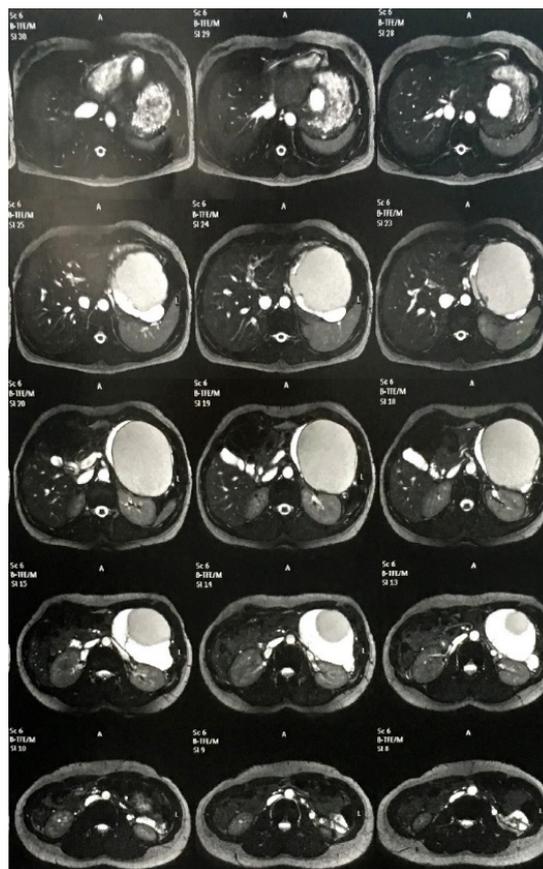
Cortes axiais de tomografia computadorizada do abdome sugestivos de lesão neoplásica cística em íntima relação com o corpo/cauda do pâncreas, medindo cerca de 13,9 x 11,9 x 10,3 cm (arquivo pessoal do autor, 2019).
